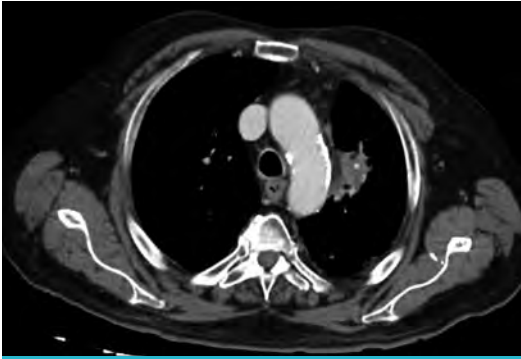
Último TAC de reevaluación.
